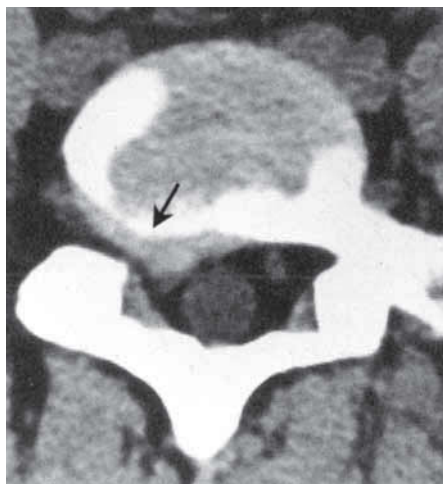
Пропалс межпозвонкового диска поясничного отдела позвоночника. На КТ визуализируется латеральная протрузия диска (показано стрелкой). Пациент страдает ишиасом вследствие компрессии корешка
